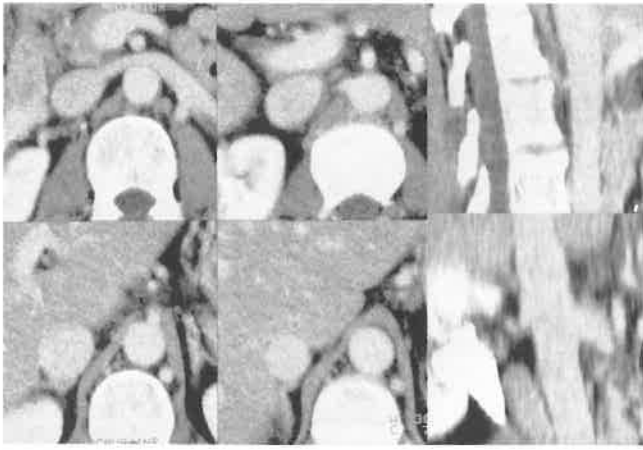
Kontroll-CT nach 6 Monaten: Die Vena cava inferior ist frei durchgängig.
